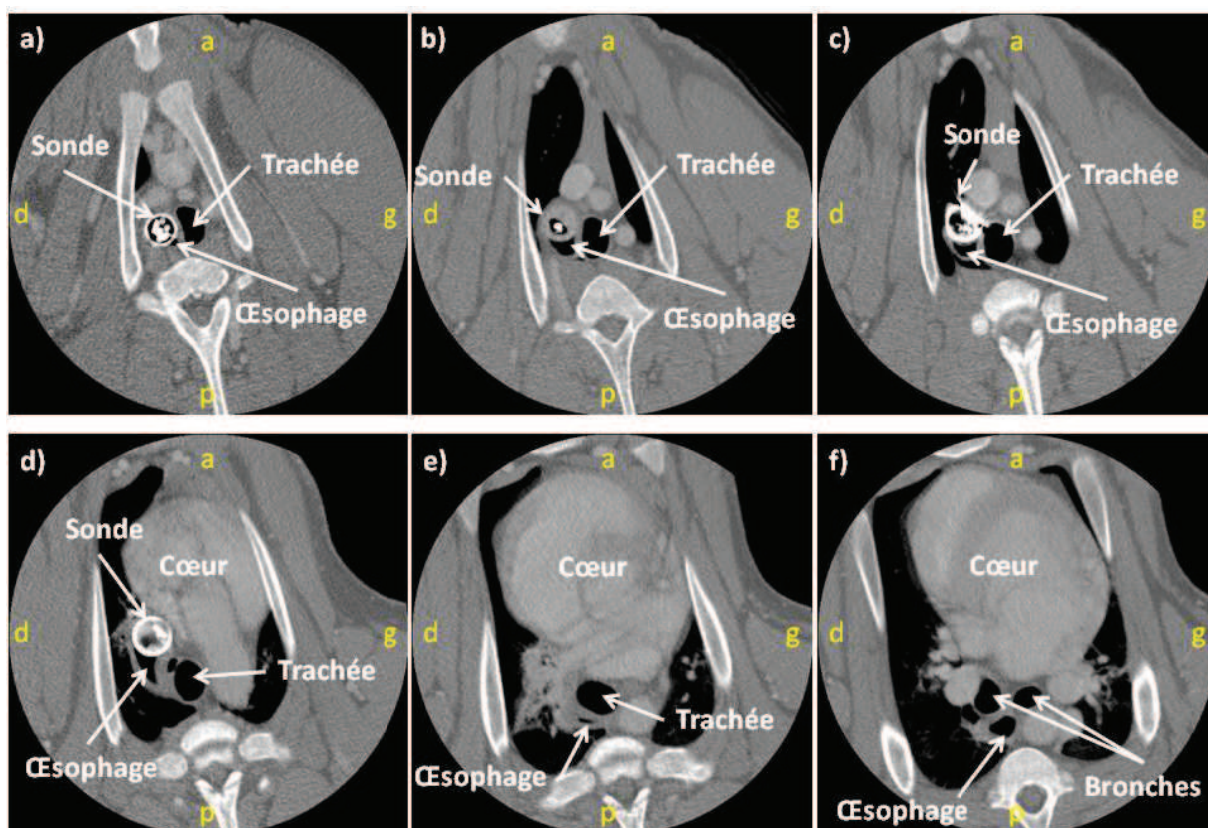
Coupes CT transversales du porc n°3 : a) est la coupe la plus proche de la tête et f) la coupe la plus éloignée.
